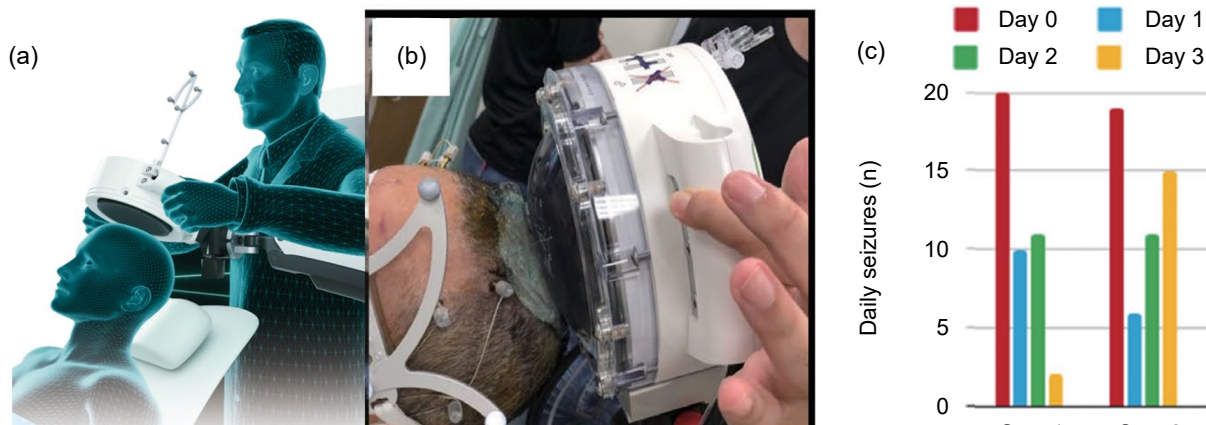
聚焦式陣列超音波結合手術導航機治療癲癇患者之施作過程。(a)醫師持超音波探頭貼合入射位置示意圖。(b)藉手術導航機影像將超音波束對準至術前規劃靶點進行神經調控治療。(c)超音波治療於短期降低了癲癇發作次數⁽¹³⁾。
